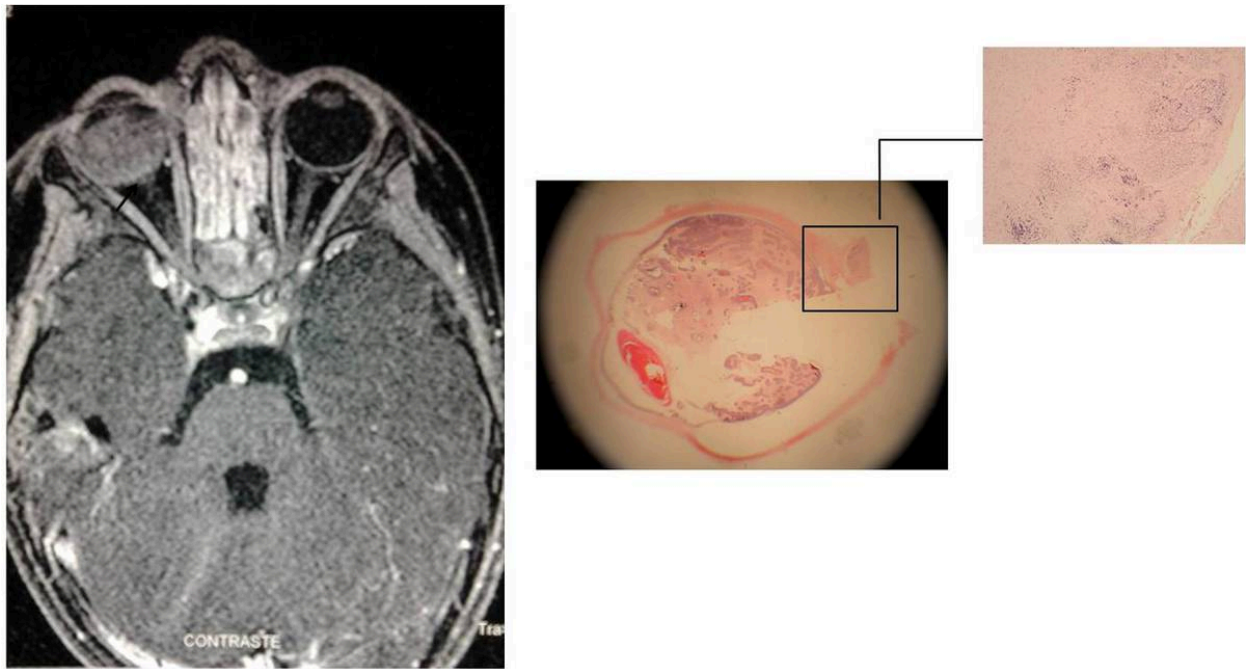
Figura 4.1.RM axial de orbita SE-T1 con gadolinio. Niña de tres años de edad con retinoblastoma de ojo derecho en la que se sospechó invasión del nervio óptico prelaminar (flecha), pero no del nervio óptico postlaminar. Figura 4.2.Corte histológico del globo ocular y del nervio óptico (ampliación): Invasión tumoral del nervio óptico pre y postlaminar. (Cortesía de la Dra. Pereira Gallardo. Servicio de Anatomía Patológica del Hospital Universitario Virgen Macarena de Sevilla).
